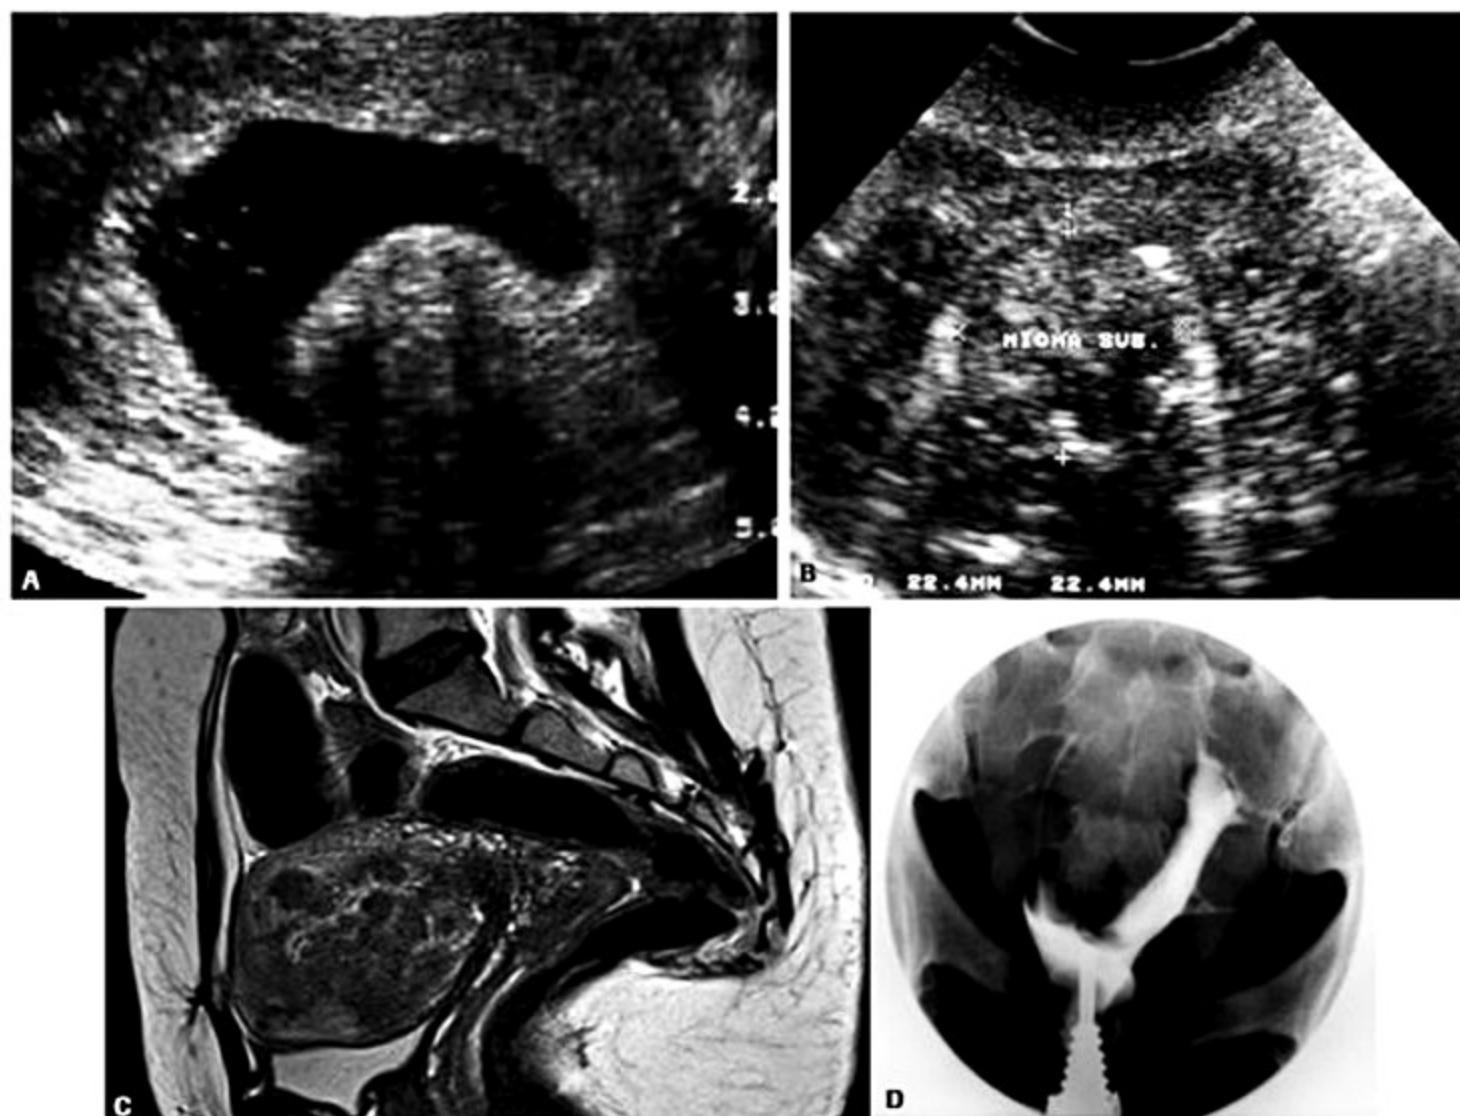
A: Ultrassonografia. B: Histerossonografia. C: Ressonância magnética. D: Histerossalpingografia.
